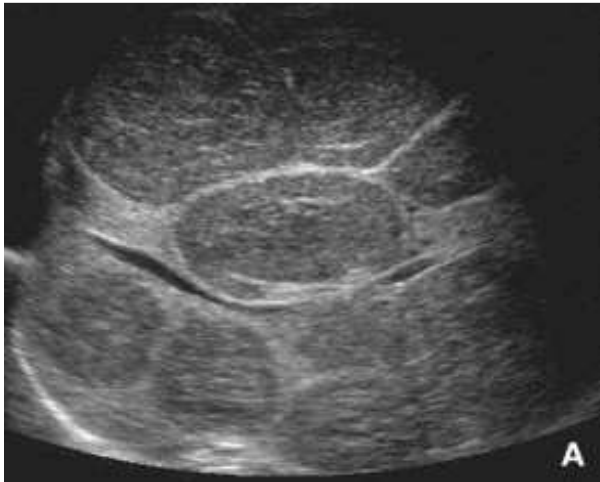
Hémangiome infantile multinodulaire avec insuffisance cardiaque. Nourrisson de 4 mois ayant présenté une hépatomégalie d'apparition brutale associée rapidement à une insuffisance cardiaque à haut débit.A. L'échographie montre de multiples nodules tissulaires bien limités, hétérogènes, hypoéchogènes par rapport au foie
